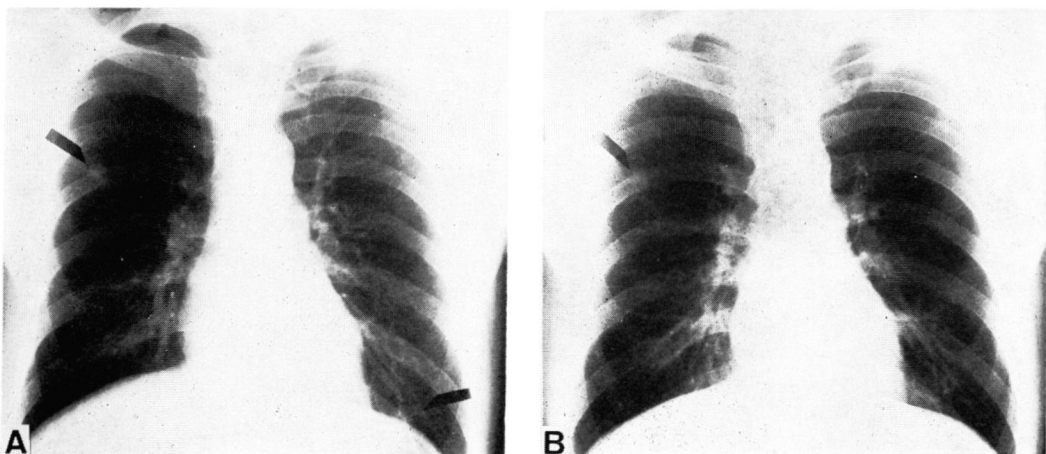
A: A chest plain film showing 2 coin lesions in the lung of case 4 before treatment. B: A chest plain film showing a persistent X-ray shadow in the right lung after 4-course treatment with CDDP, BLM and VCR, despite of the disappearance of the coin lesion in the left lung after the 2-course treatment.
